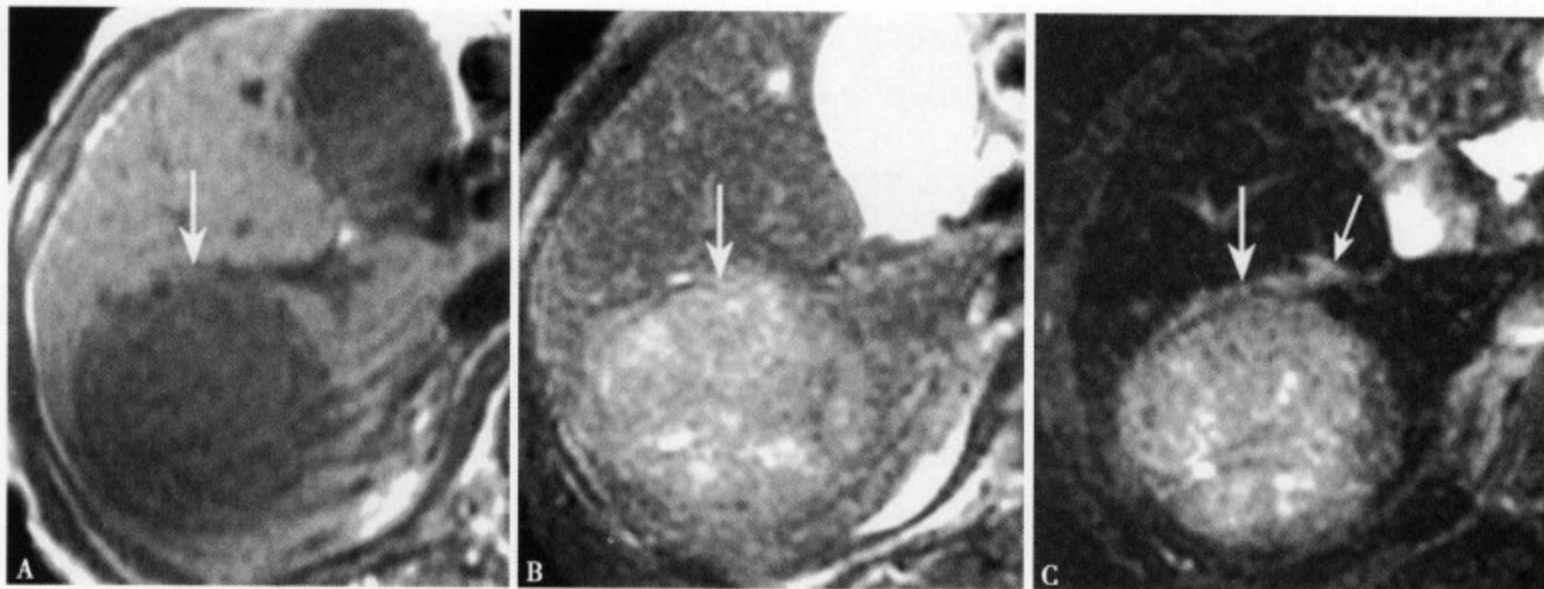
MRI T₁WI (A) 肿瘤呈不均匀低信号，部分边界不清；T₂WI 脂肪抑制 (B) 肿瘤呈不均匀稍高信号，边界不清；增强 MRI (C) 肿瘤明显强化，边缘较光整、清楚，并可见供血的动脉 (↑)
